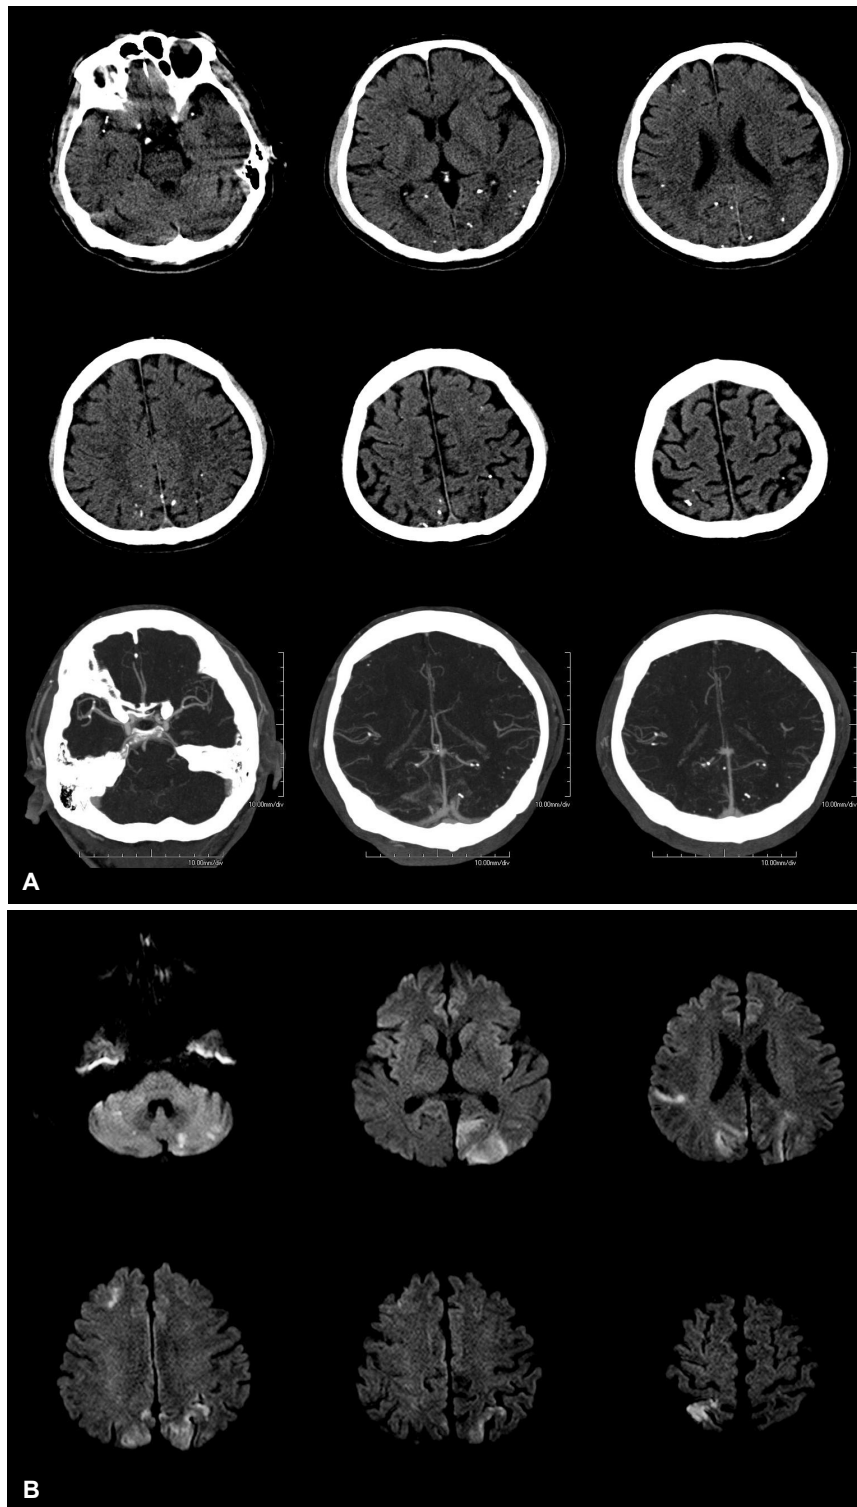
Initial brain CT and MRI. Brain CT (A) shows bilateral multiple dot-like high densities and DWI (B) shows multiple acute cerebral infarctions at the bilateral cerebellum and cerebral hemisphere. CT; computed tomography, MRI; magnetic resonance imaging, DWI; diffusion-weighted image.
